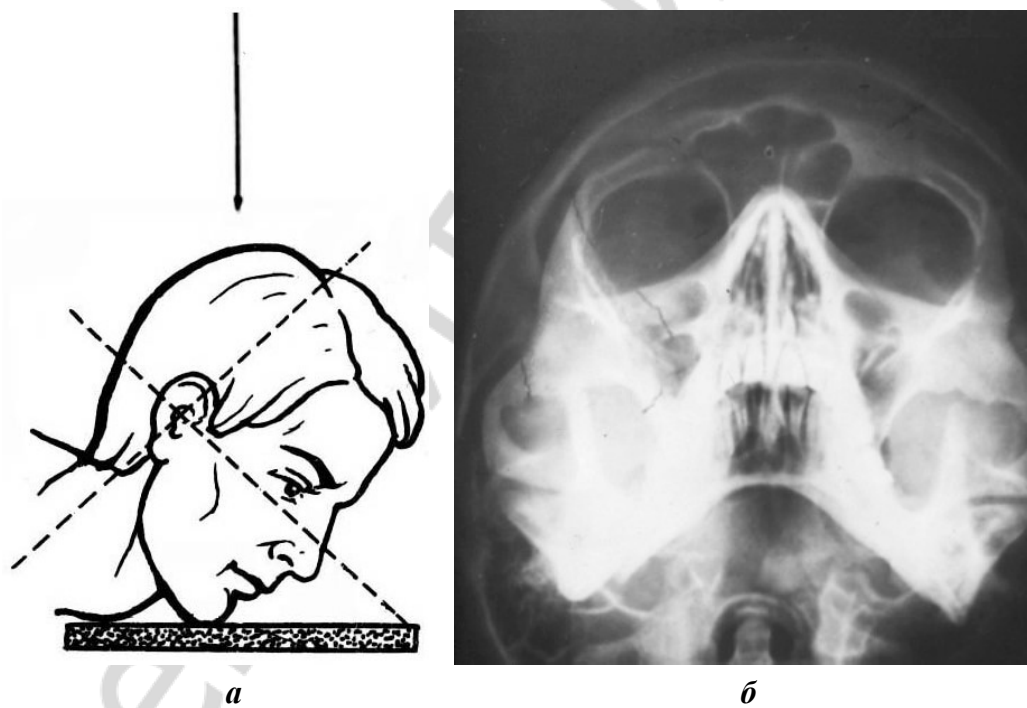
Рентгенография черепа в передней полуаксиальной проекции:
